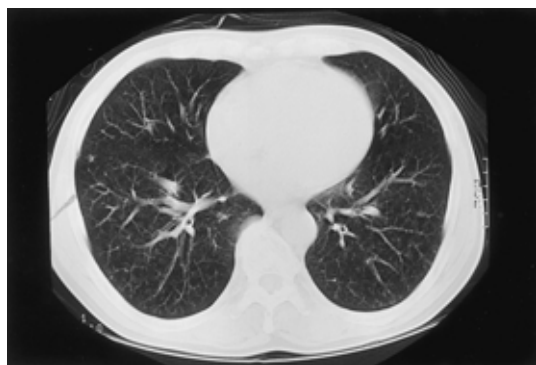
Chest CT scan obtained six weeks after admission. Granular and branching linear opacities are not prominent.
